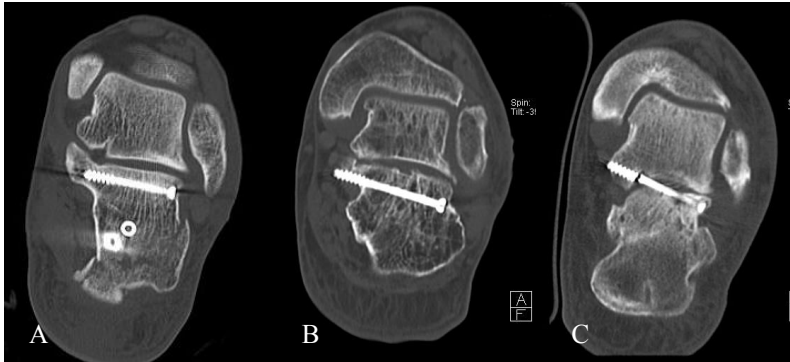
Postoperative semicoronal CT scan images
